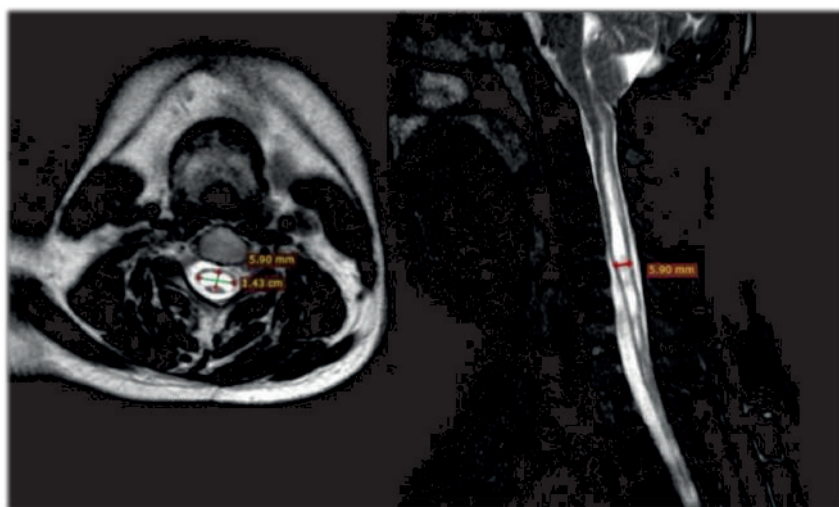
T2 МРТ шейного отдела в аксиальной (а) и в сагиттальной (б) плоскостях. На снимках показаны размеры СМ кист, после 2-го этапа операции ВПШ справа, их значительное уменьшение
